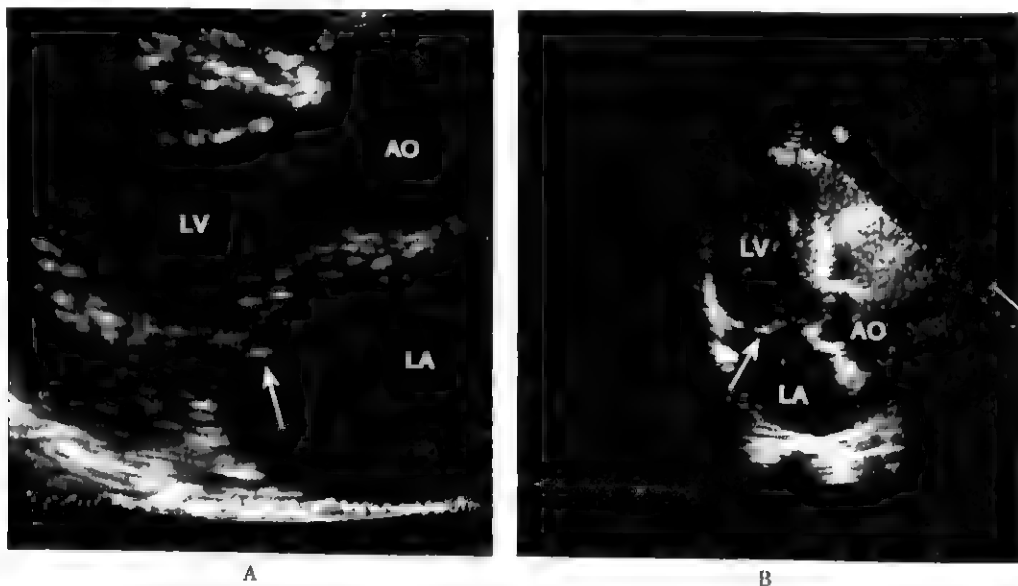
二尖瓣脱垂的经胸二维超声心动图表现
